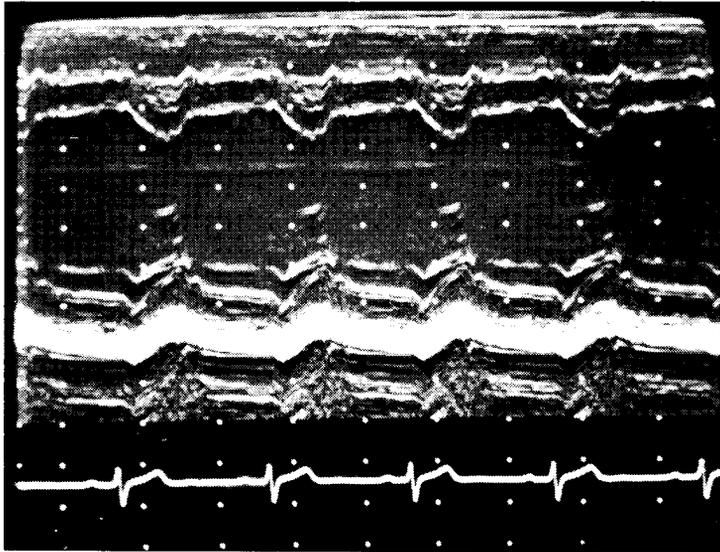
Saltatore. Ecocardiogramma in M-mode delle cavità ventricolari. Dimensioni interne della cavità ventricolare sinistra e spessori parietali sono molto simili a quelle del soggetto sedentario.
